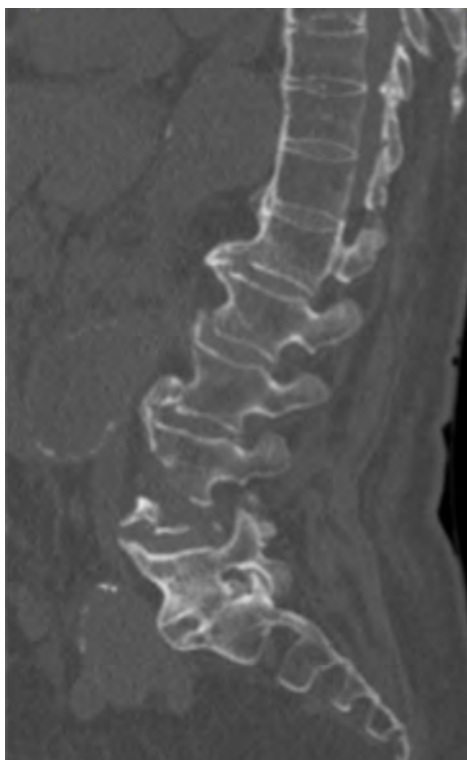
TC abdominal que mostra signes de DISH juntament amb dèficit ossi Cortical anterior i un augment de l'altura de L4.
